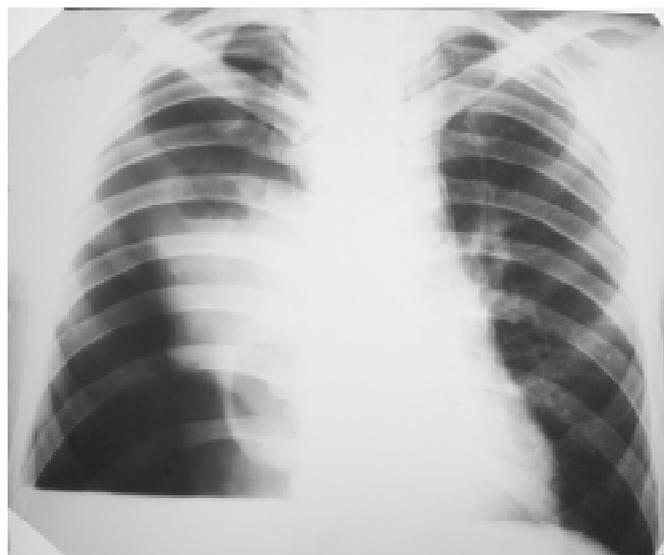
Рентгенограма хв. М., 38 р. Визначається правобічний піопневмоторакс, в легені, яка спалася, візуалізуються 2 порожнини розпаду з рівнями рідини
